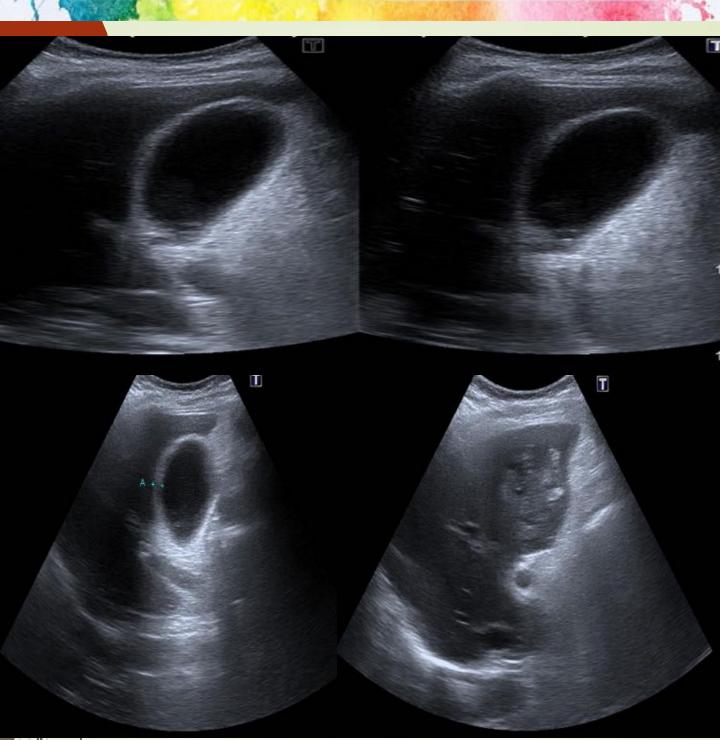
Ecografía de abdomen donde se aprecia la vesícula biliar con barro y microlitiasis en su luz, cambios inflamatorios y edematosos en su pared, con un grosor de 6 mm, y marcado aumento de la atenuación de la grasa perivesicular. Además en el parénquima hepático adyacente a la pared de la vesícula se observa un pequeño absceso hepático.
